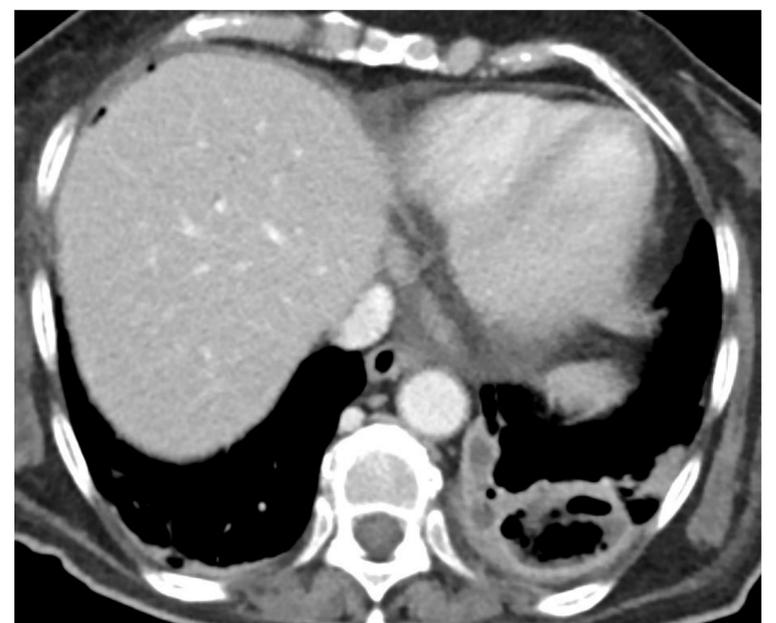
(TC tórax con contraste intravenoso (civ)) empiema.
